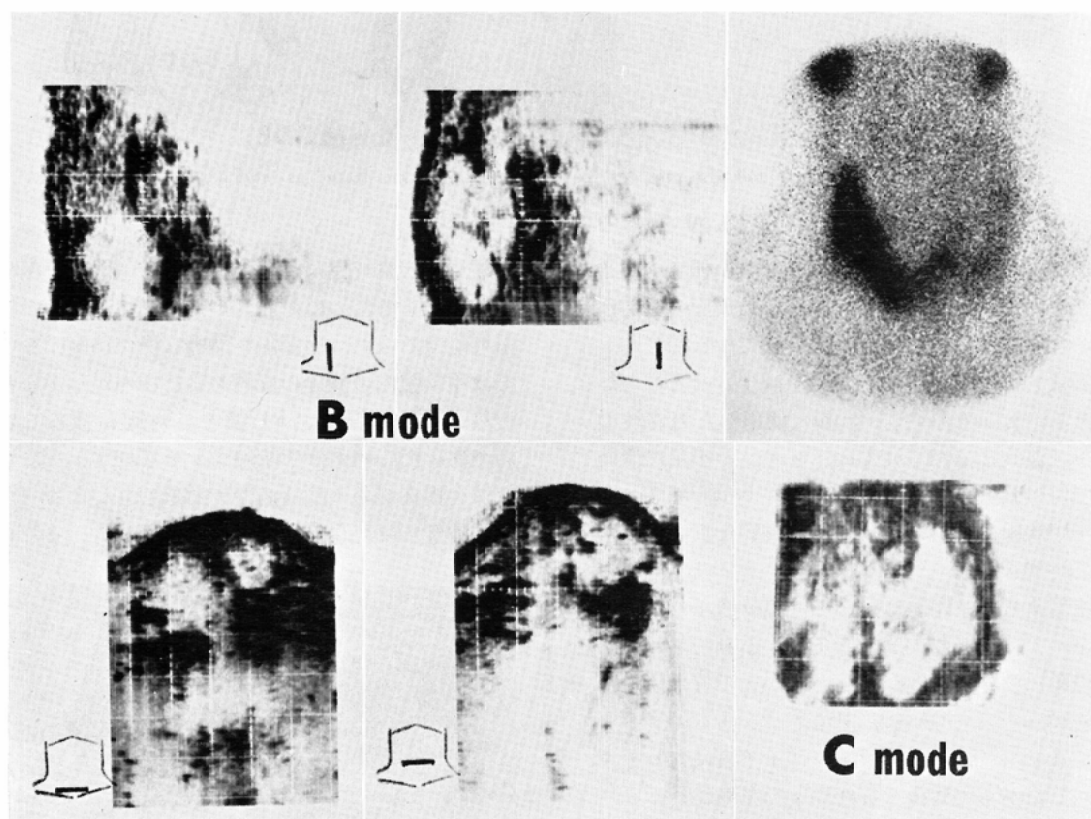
Multiple-cystic thyroid cancer occupying the left lobe and the lower part of the right lobe is shown. Note the remained thyroid tissue of the right lobe visualized in C-mode ultrasonography.
